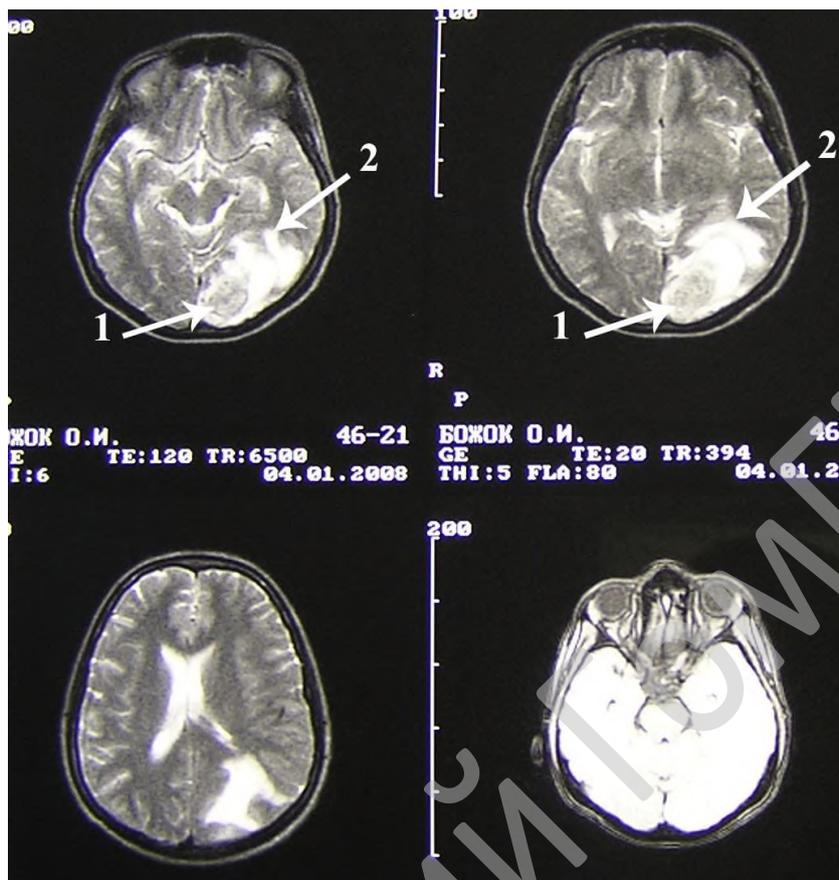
МРТ метастаза меланомы кожи в левую затылочную долю головного мозга:
